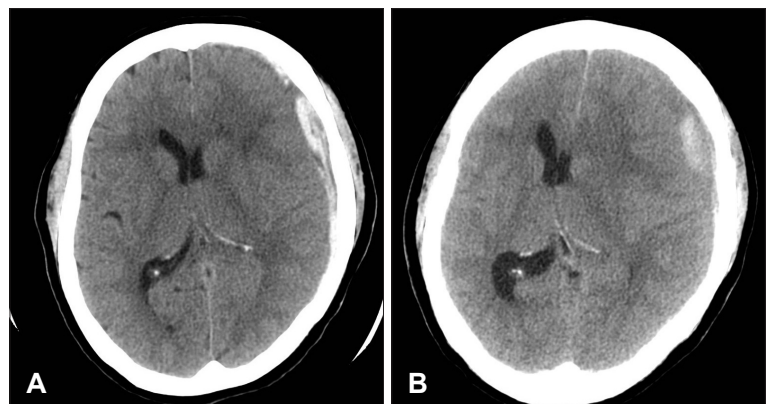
Brain CT image of case 2. A: Initial CT scan on admission revealed a subdural hematoma with a maximal thickness of approximately 11 mm in the left fronto-temporo-parietal convexity with a complete effacement of sulci and the decrease the ventricle in size. B: Eight days later, she was drowsy mental status with right hemiplegia, CT scan disclosed a increase of the subdural hematoma of mixed density, accompanied by a severe midline shift.
